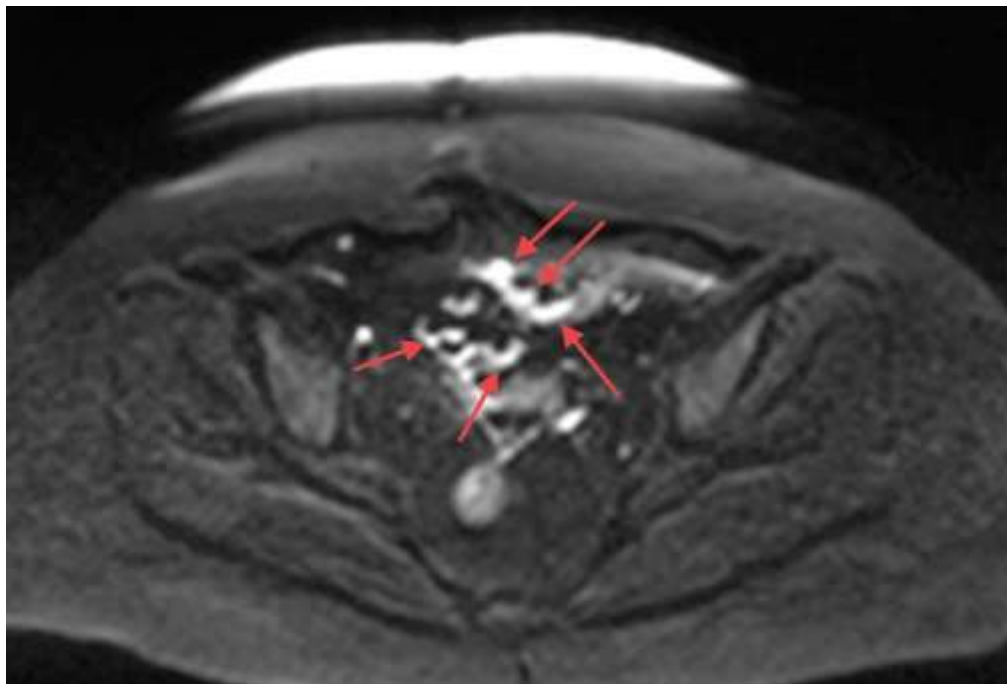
DWI/MRI дослідження пацієнтки К., 50 років (Клінічний випадок 2). Червоними стрілками відмічені множинні неправильної форми утворення діаметром 5–15 мм з ознаками обмеження дифузії
